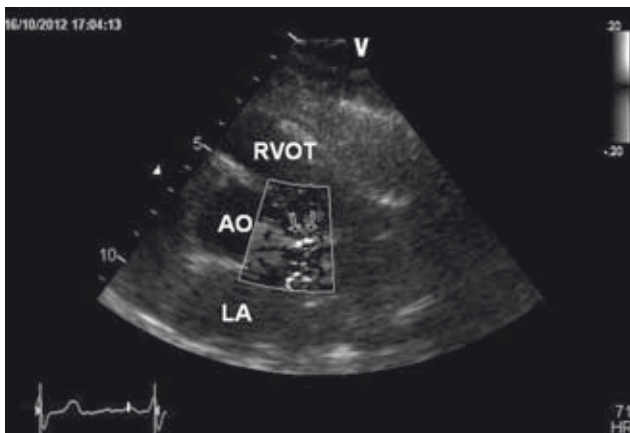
Valutazione con colorDoppler del flusso coronarico del tronco comune (TC) eseguita in proiezione asse-corto basale a livello dei seni aortici: flusso diastolico a mosaico in tutto il TC, segno di possibile stenosi coronarica. AO, aorta; LA, atrio sinistro; RVOT, tratto di efflusso ventricolo destro.
